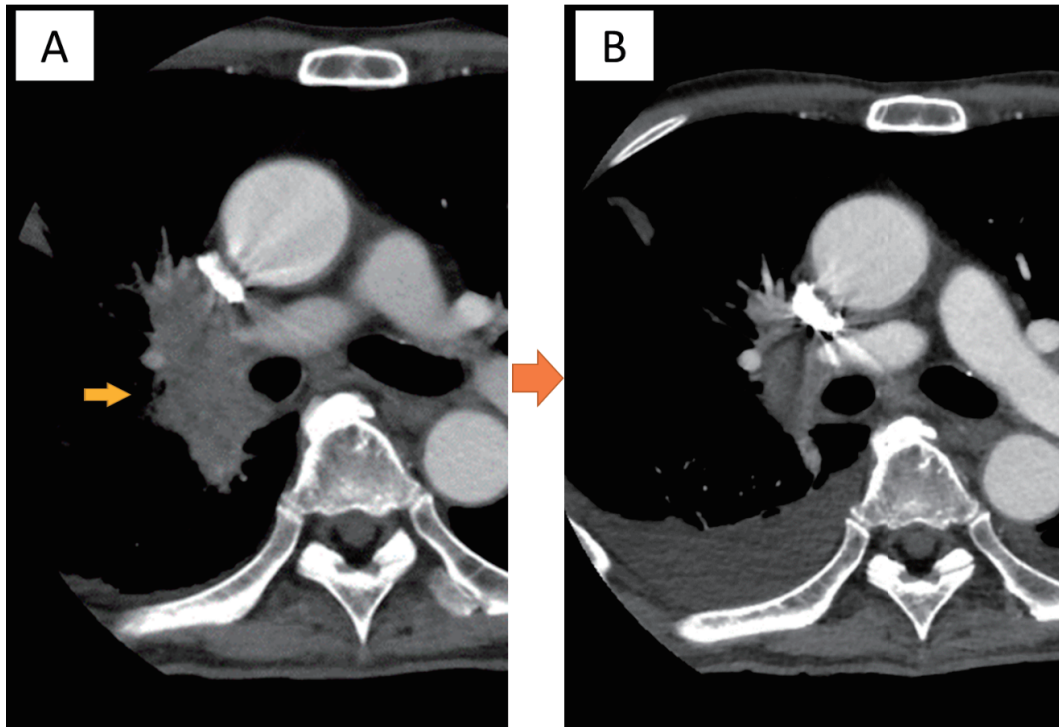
Chest computed tomography (CT) obtained at baseline for the primary tumor (A), after one cycle of pembrolizumab (B), showing a reduction in the tumor size.
